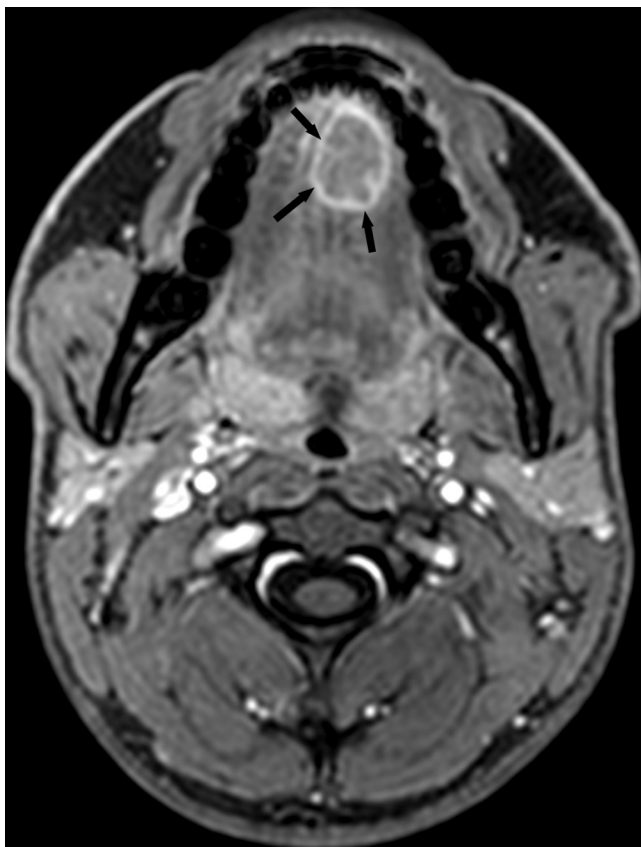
Varón de 17 años con una lesión indurada y adherida en la cara ventral de la lengua. La RM en secuencia T1-TEG con supresión grasa poscontraste demuestra un nódulo en 1/3 anterior izquierdo de la lengua con realce heterogéneo (flechas). El diagnóstico anatomopatológico fue de sarcoma sinovial. RM: resonancia magnética; TEG: turbo eco de gradiente.
